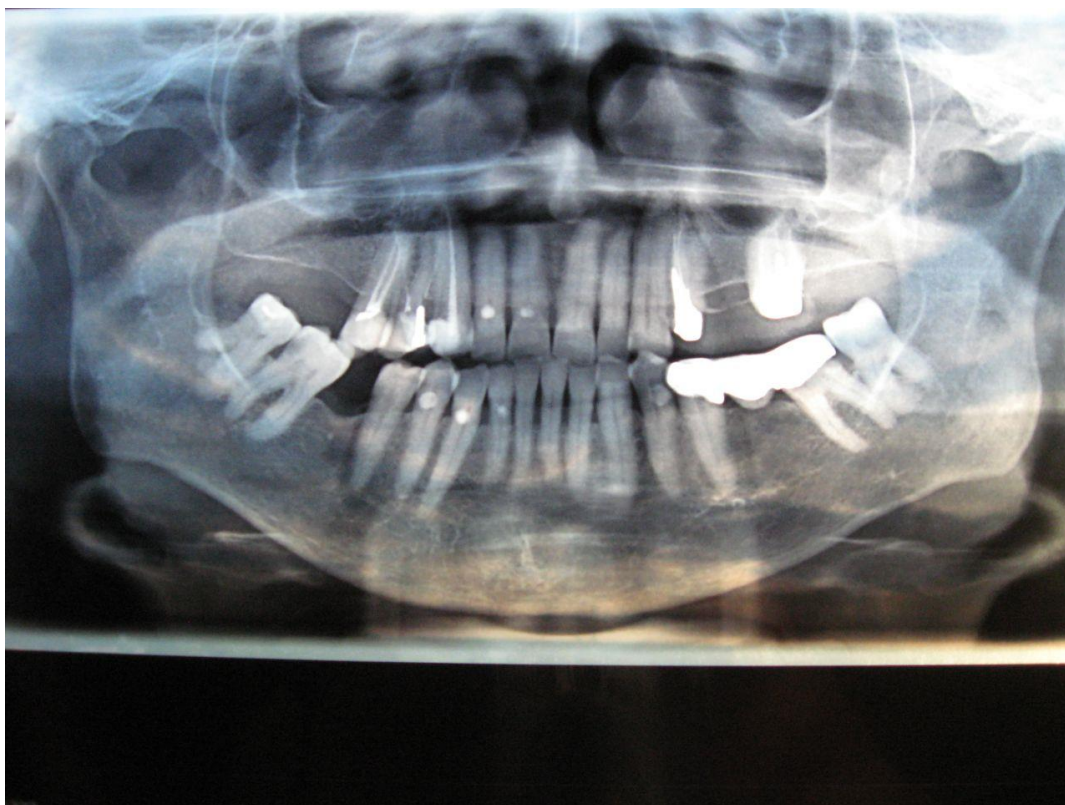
Ортопантомограмма больного Ж, 49 лет
